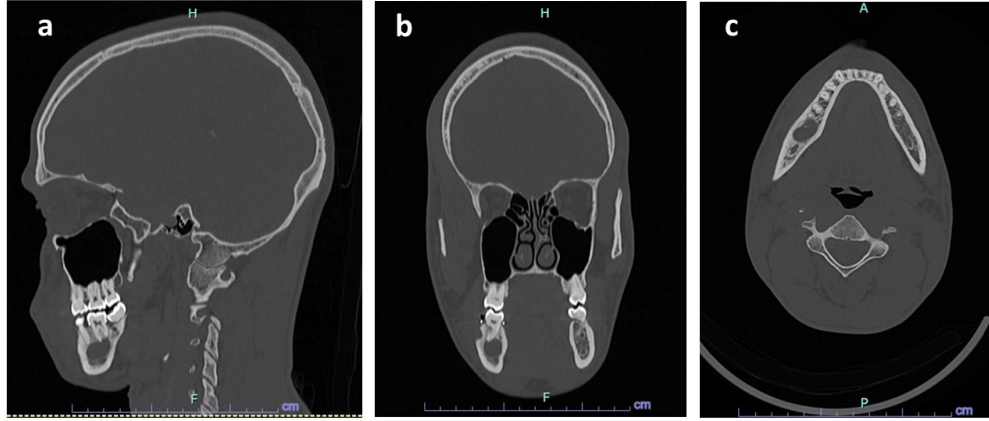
lesiones hipodensas aisladas una de la otra; TAC cuerpo mandibular derecho (a) Corte Sagital, (b) Corte Coronal, (c) Corte Axial.
